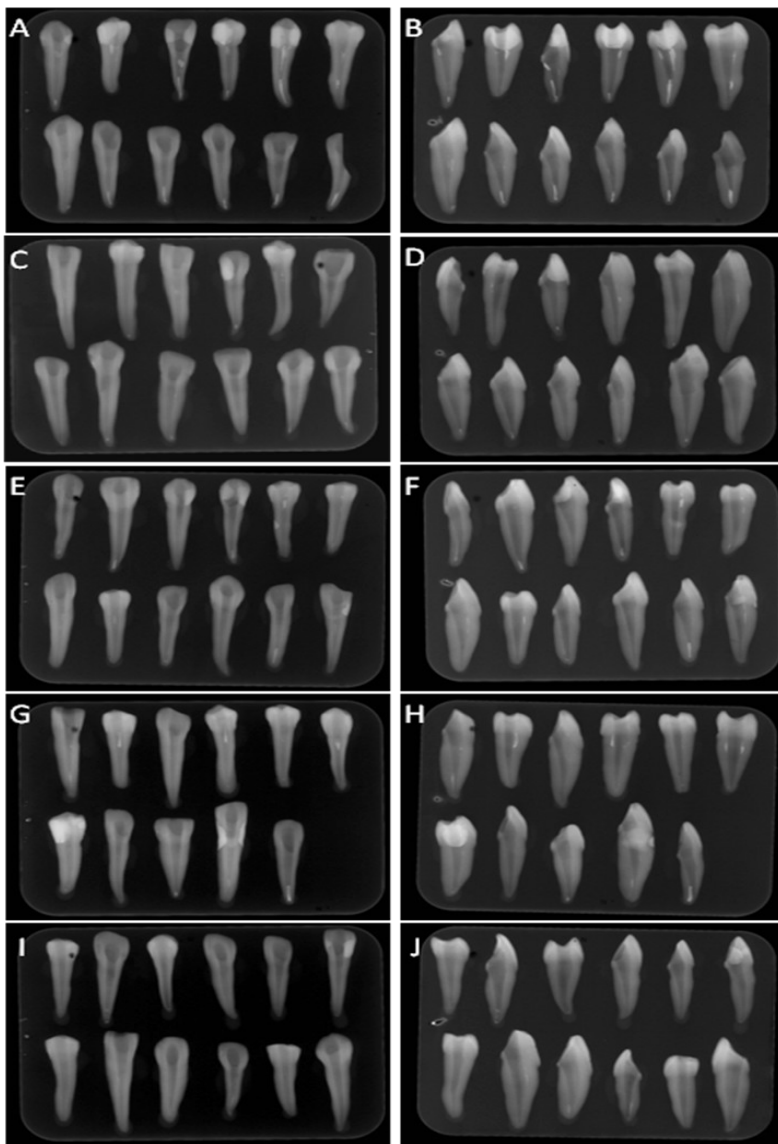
Imagens de radiografias nos sentidos próximo-proximal e vestibulo-palatal para confirmação do esvaziamento dos canais do G1 (A, B), G2 (C, D), G3 (E, F), G4 (G, H) e G5 (I, J).
